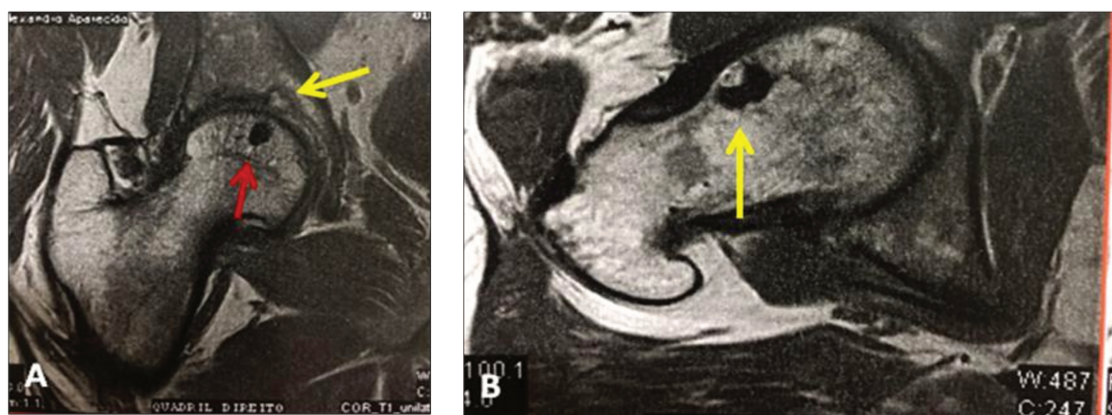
Ressonância magnética; A: corte coronal; seta vermelha: cisto na cabeça femoral; seta amarela: cisto acetabular; B: corte transverso; seta amarela: cisto e abaulamento na transição colo-cabeça-femoral. (Arquivo pessoal.)
